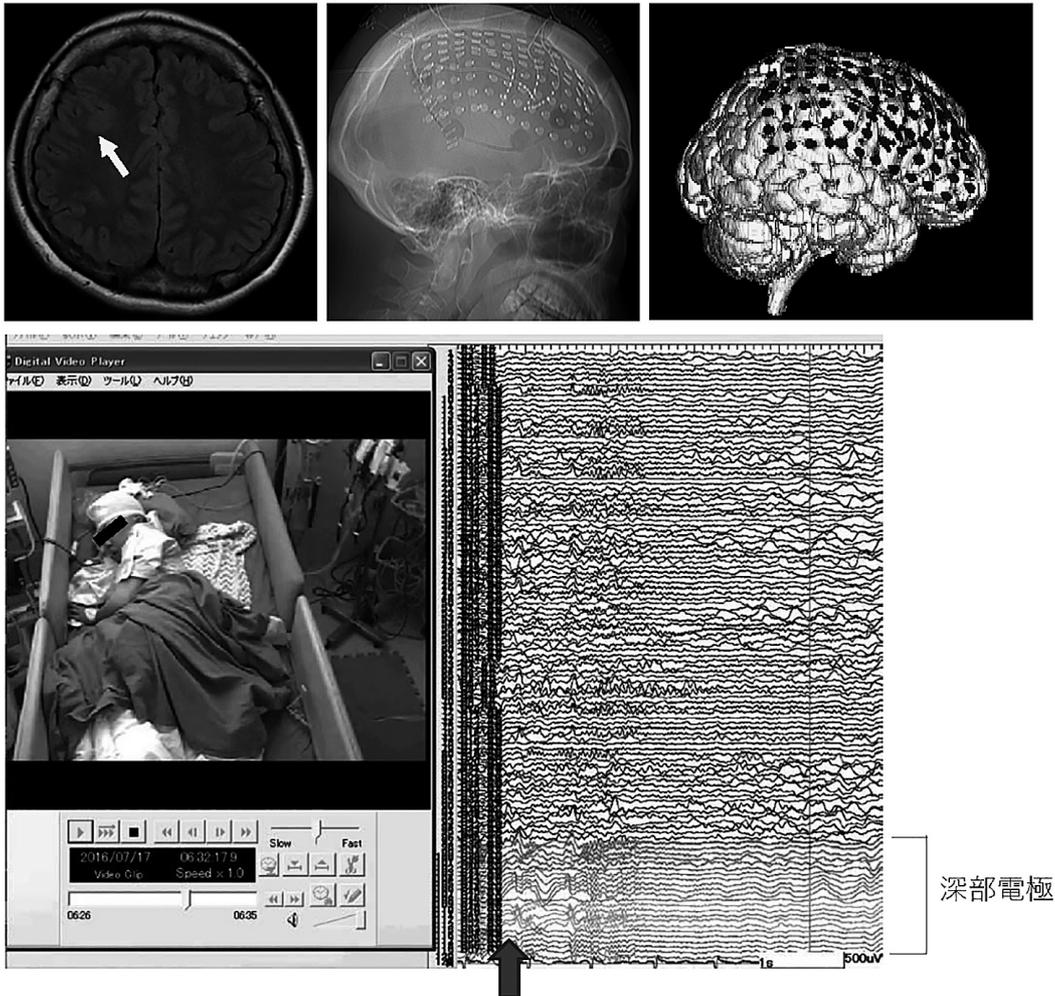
MRIでは右前頭葉に限局性皮質形成異常が疑われ（上段左の矢印）、右前頭葉に広範囲に硬膜下電極を留置し、皮質異常が疑われる大脳皮質の深部に深部電極を4本留置した（上段中央と右）。発作時には深部電極からてんかん性異常波の起始が確認された（下段）。
